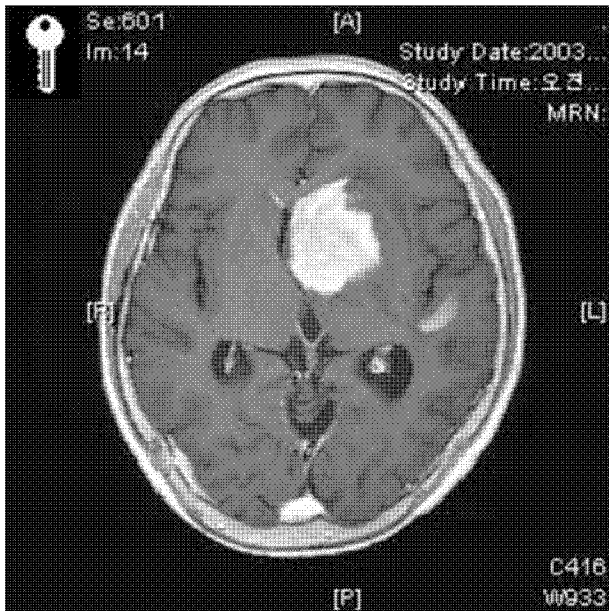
Brain MRI scan shows about 4 cm sized, homogeneously enhancing mass in left side basal ganglia and adjacent subependymal portion.
